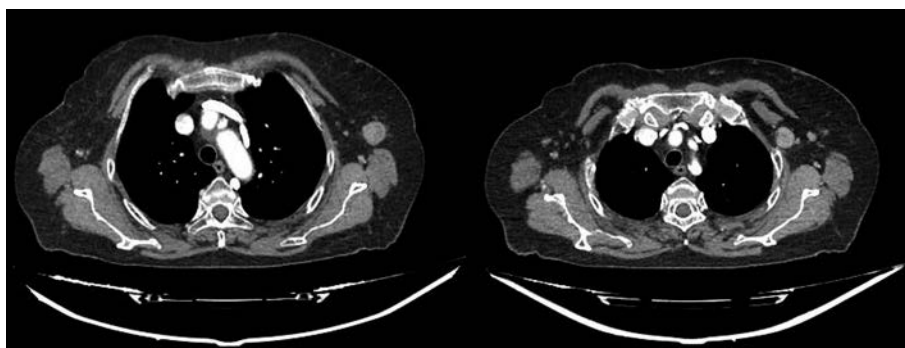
TC tb +/-mdc basale di dicembre 2022.
